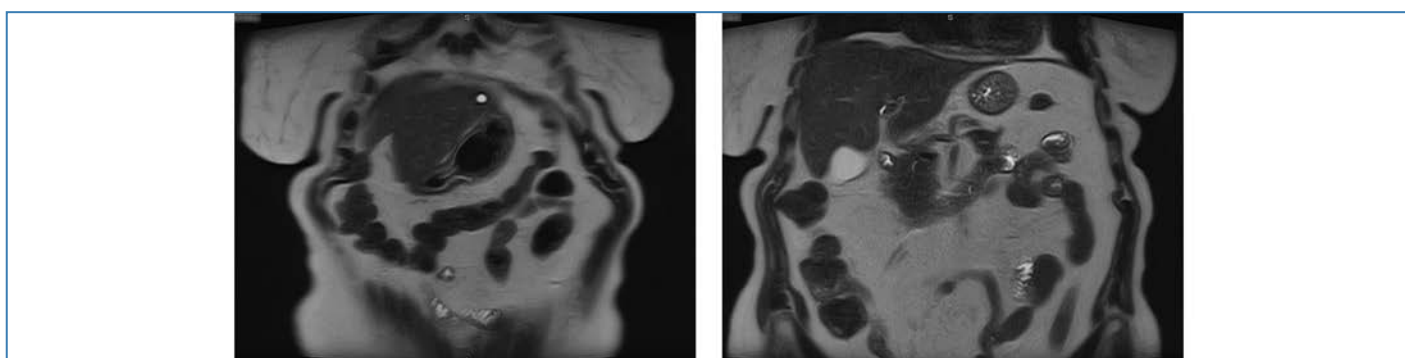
МРТ-изображения третьего исследования у пациентки А. (апрель, 2019)
